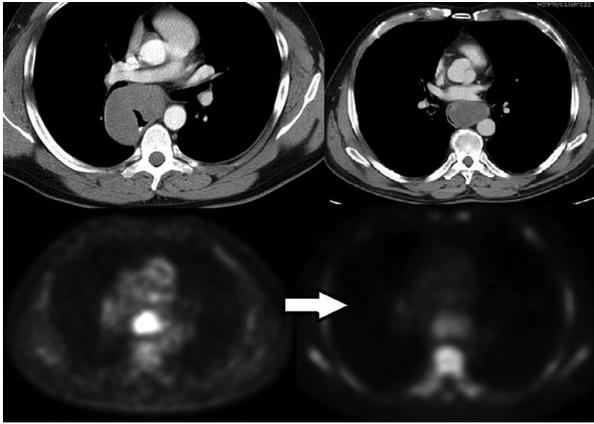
Imágenes de tomografía computarizada donde se aprecian masas ocupantes de espacio a nivel esofágico discretamente homogéneas.
